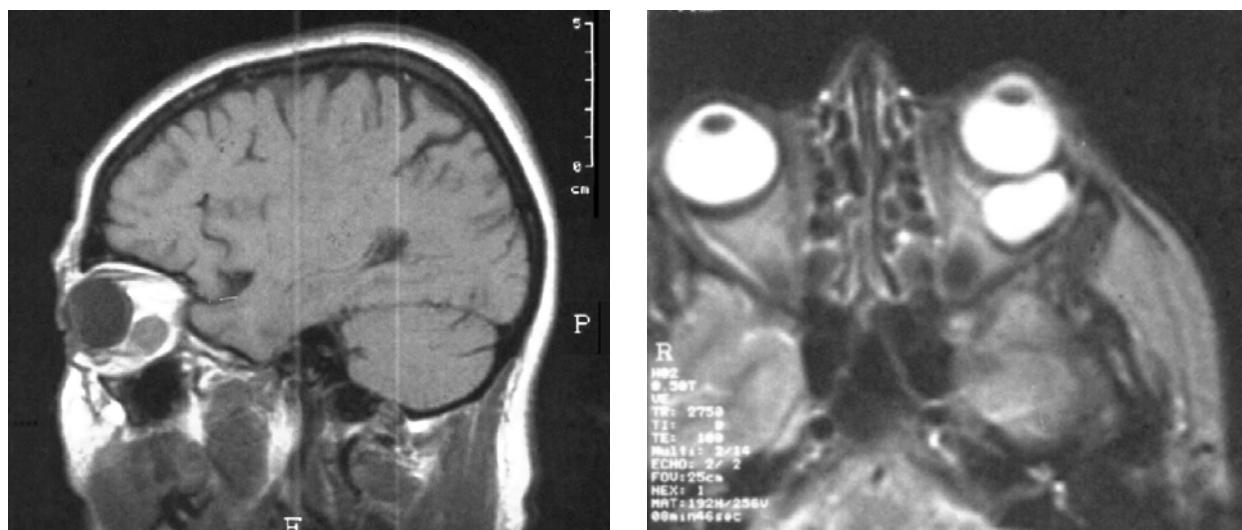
МРТ хворої В. Невелика пухлина ретробульбарного простору
